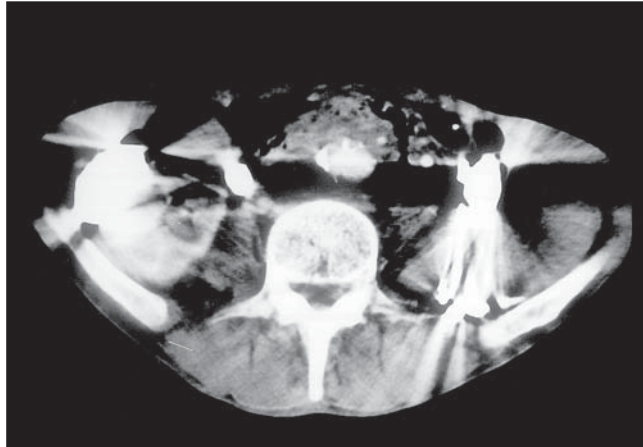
TAC que muestra un falso aneurisma ilíaco izquierdo que se extiende hasta la aorta terminal.
